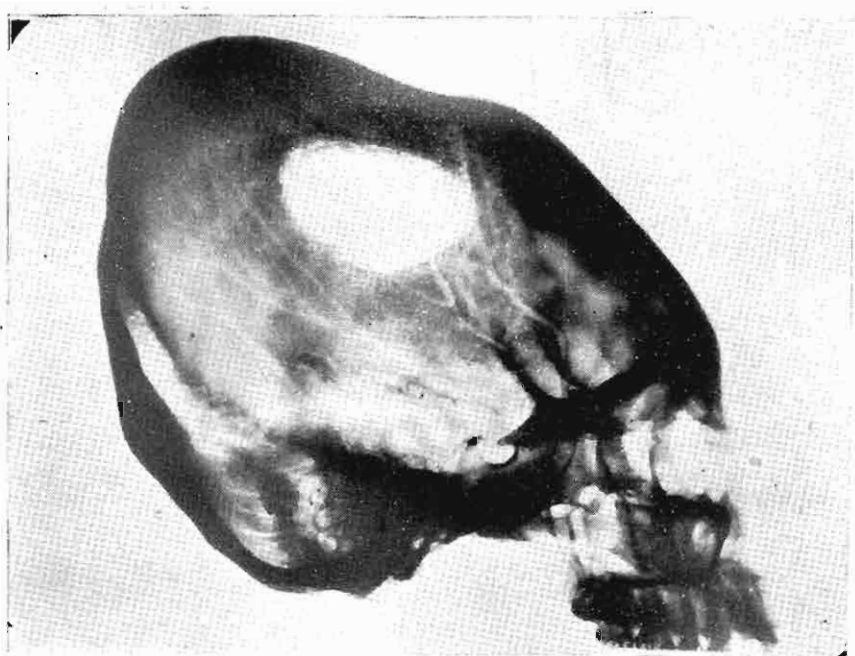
RADIOGRAFIA DE CONJUNTO. Perfil del cráneo N° 5.
